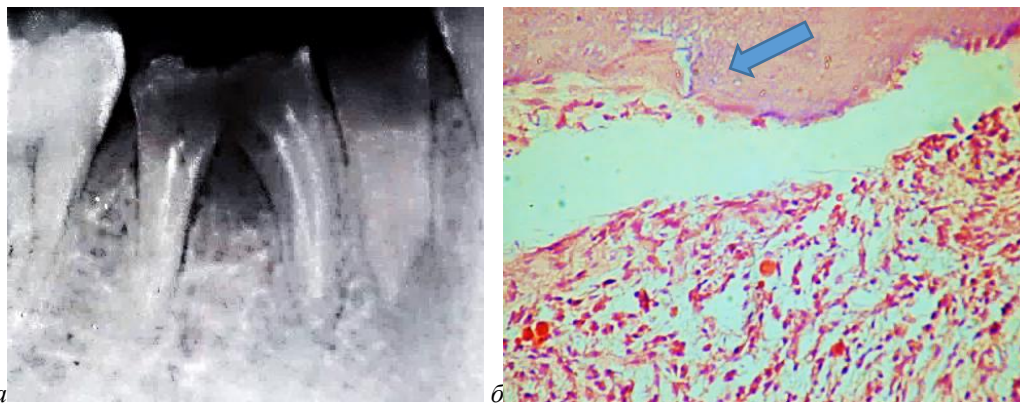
Внутриротовая рентгенограмма 45 зуба (а). Препарат 45 зуба с участком резорбции цемента и дентина корня. Окраска гематоксилином и эозином: $\times 400$ (б).
